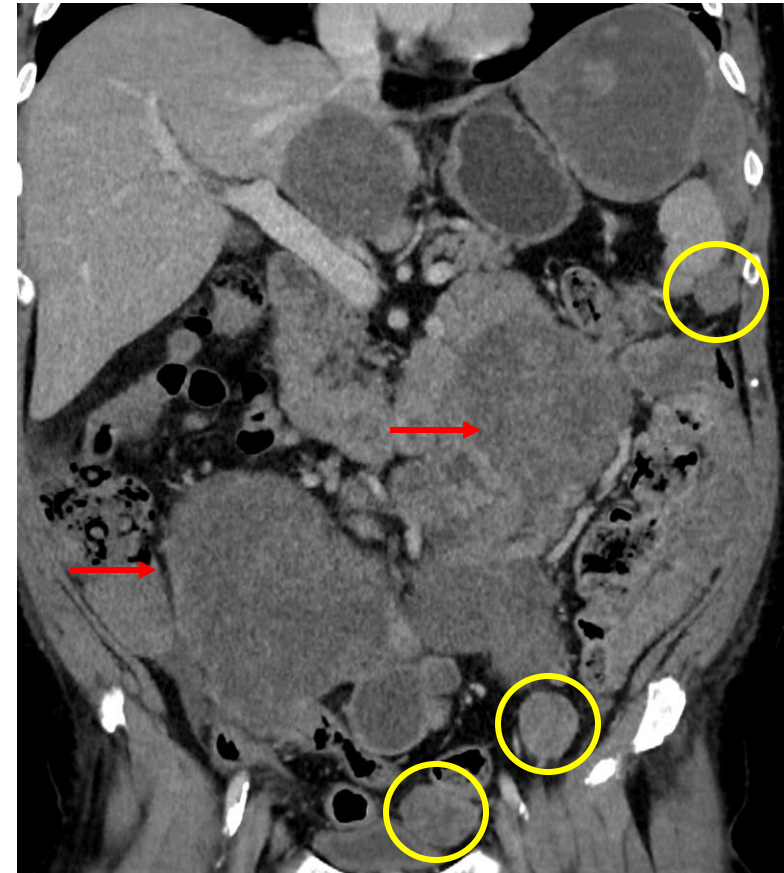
Corte sagital de TC abdomen con contraste intravenoso: Paciente con GIST extragastrointestinal múltiple con origen en mesenterio (flechas rojas) y múltiples implantes peritoneales (círculos amarillos). Confirmación anatomopatológica de GIST.
